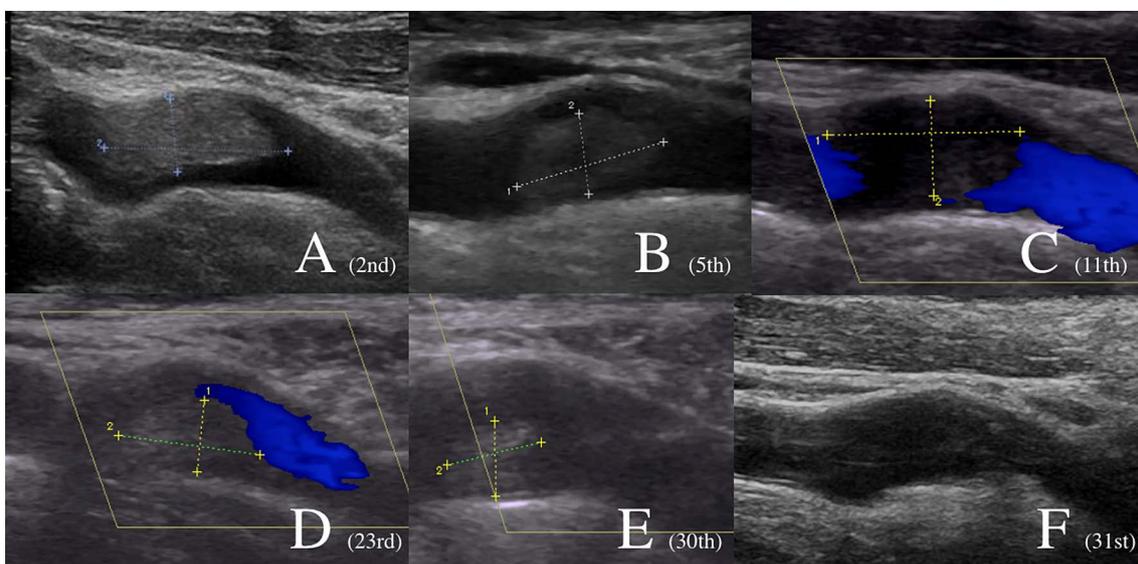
Temporal changes of thrombus on carotid ultrasonography.
